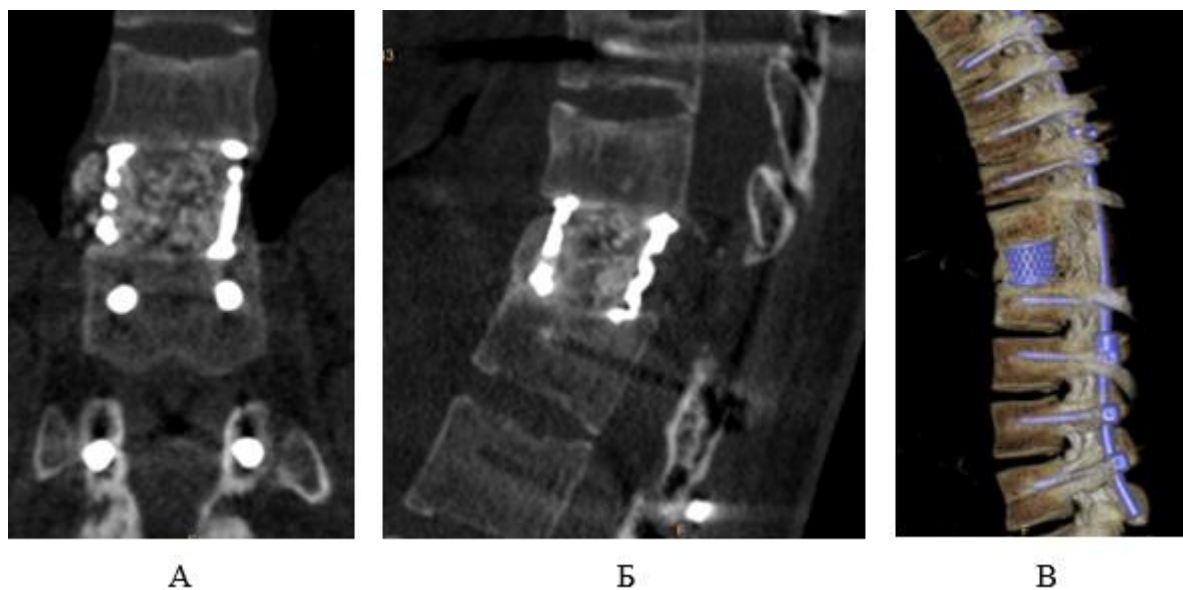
Компьютерная томография позвоночника через 1,5 года после хирургического лечения: А – во фронтальной плоскости; Б – в сагиттальной плоскости; В – 3D-реконструкция позвоночника и установленной многоопорной металлоконструкции с индивидуальным протезом тела позвонка
